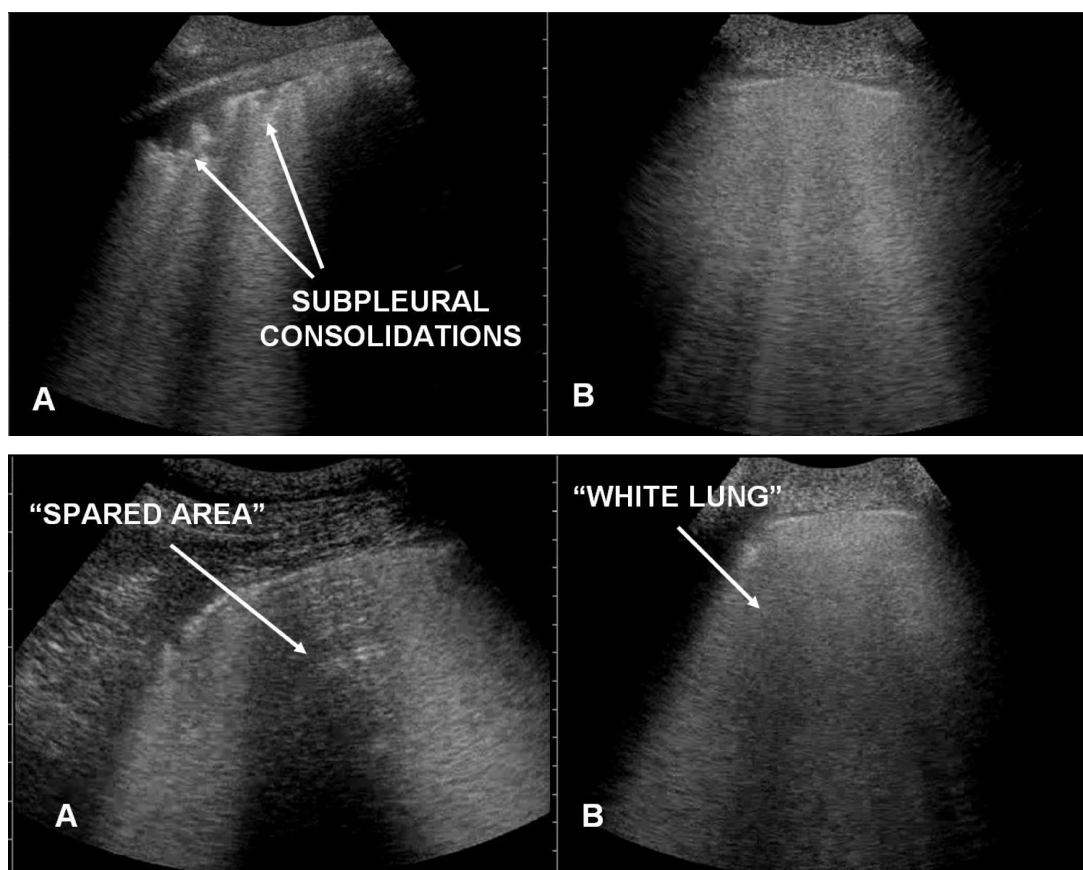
Aspetto ecografico dell'ARDS (A) e dell'EPA (B), da Lichtenstein, D., General ultrasound for the Critically Ill, cit.
